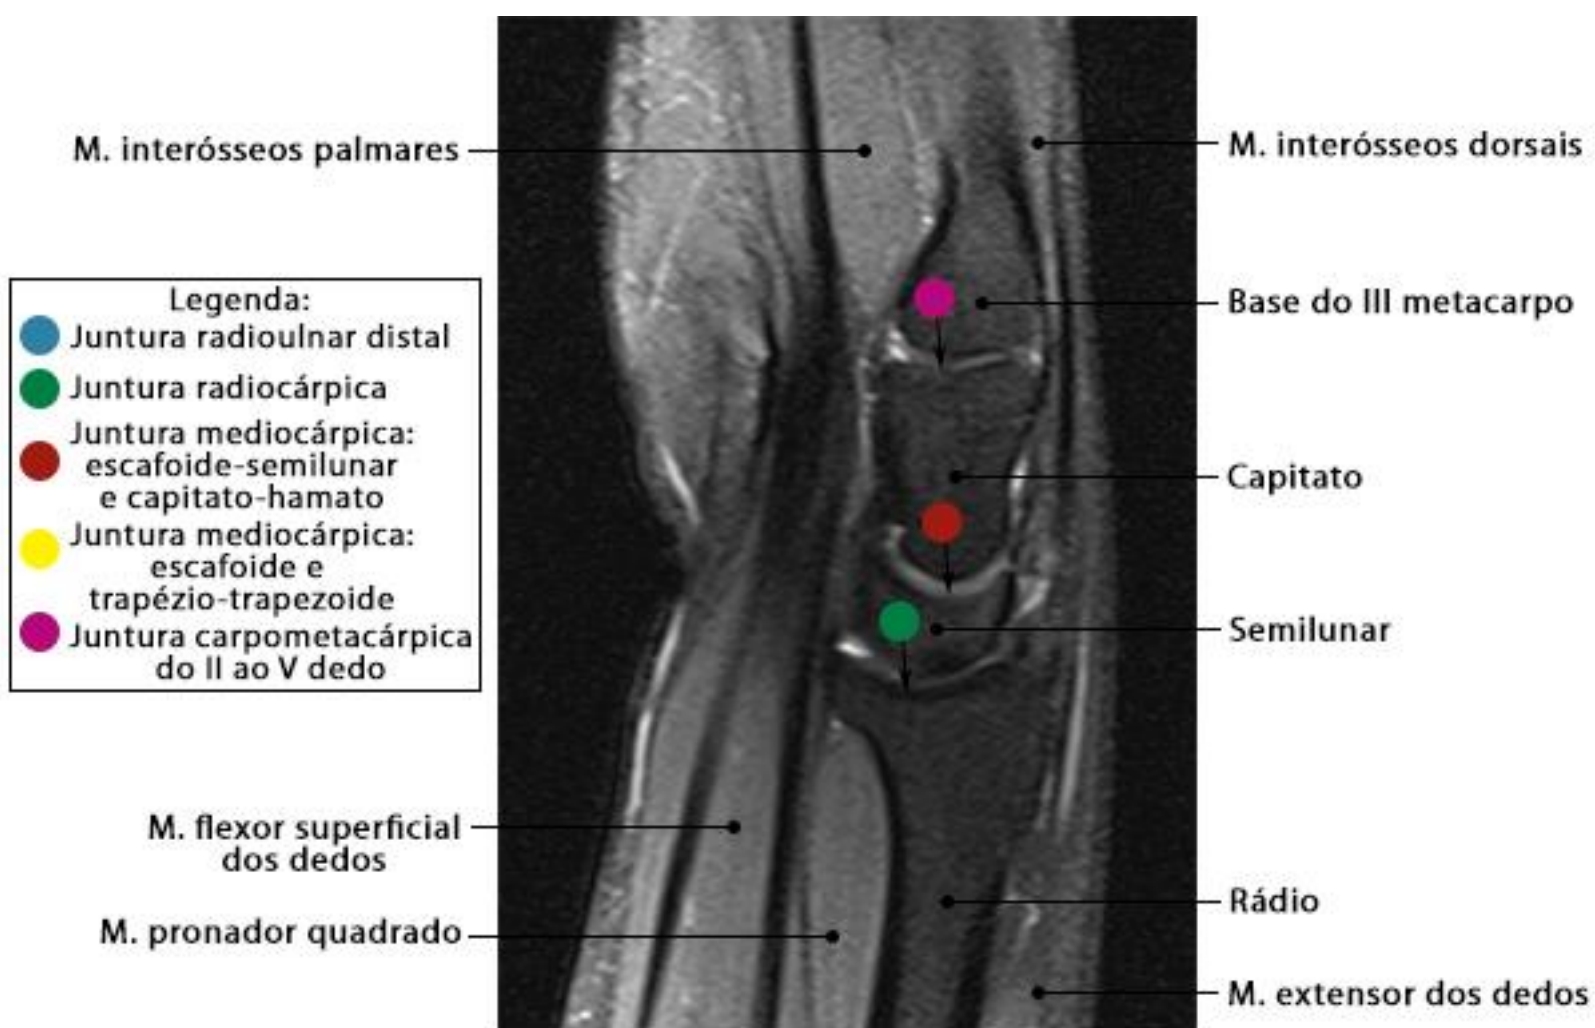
RM do punho em corte sagital com ponderação DP SPAIR
